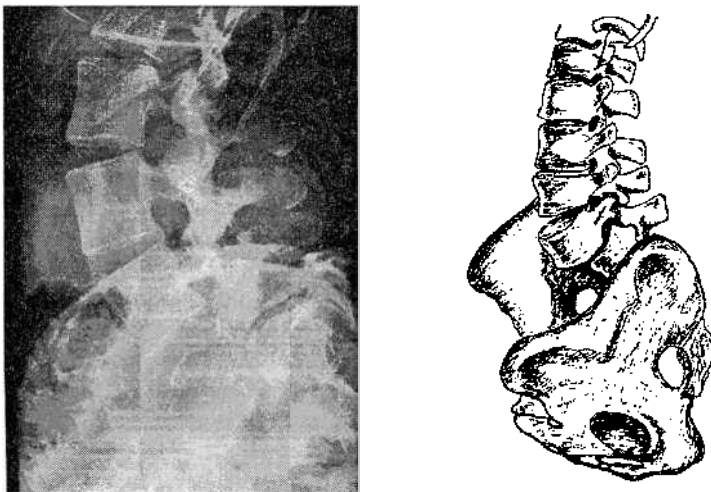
Рентгенограмма в боковой проекции и скиаграмма поясничного отдела позвоночника больного со спондилолистезом V поясничного позвонка IV степени
